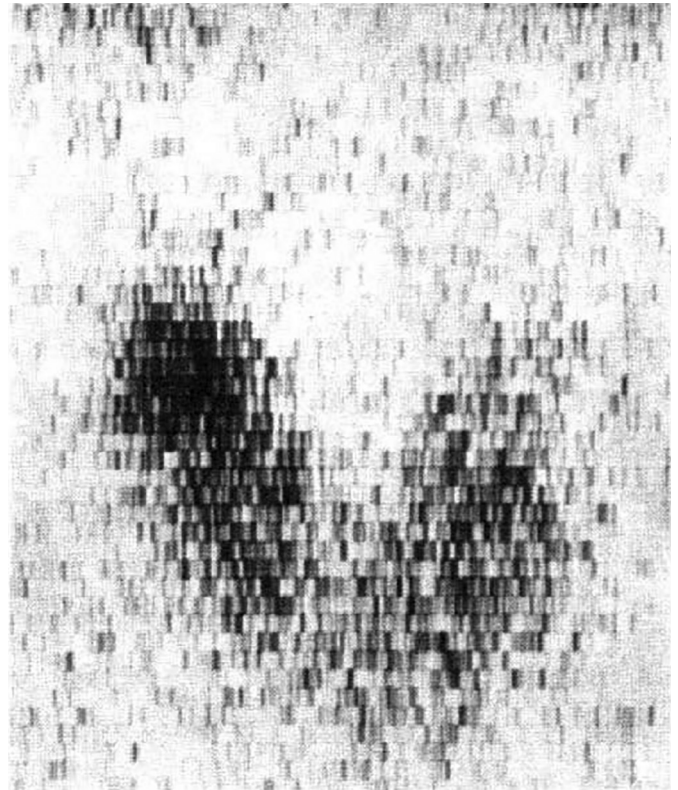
Изображение гиперфункционирующего узла в правой доле ЩЖ, полученного на сцинтилляционном одноканальном детекторе.
